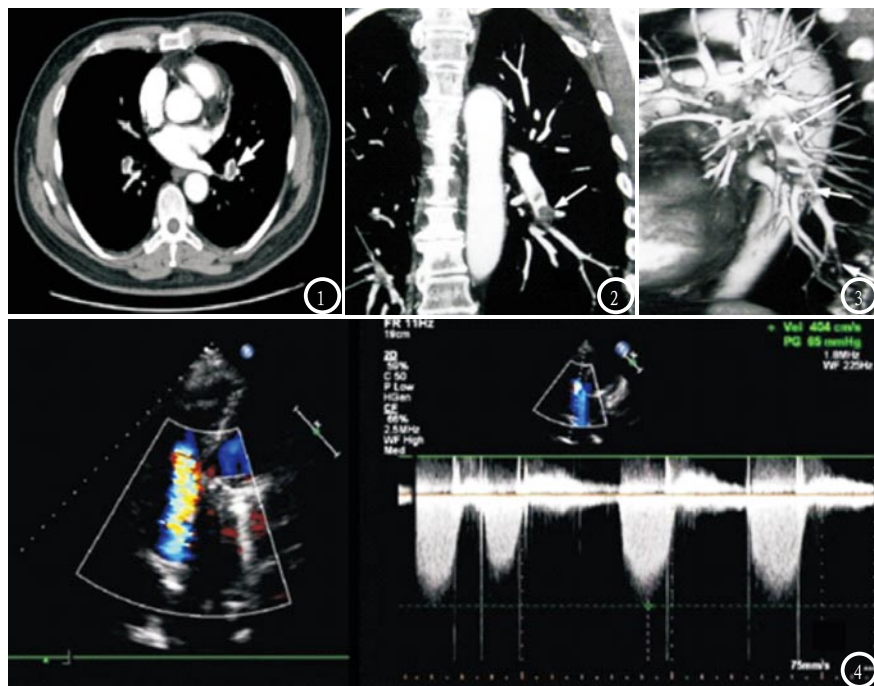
男性患者，57岁，慢性肺动脉栓塞所致肺动脉高压。图1、图2、图3箭头所指为左肺动脉血栓，图4 超声心动图显示三尖瓣大量返流，连续多普勒估测肺动脉压约95mmHg。
